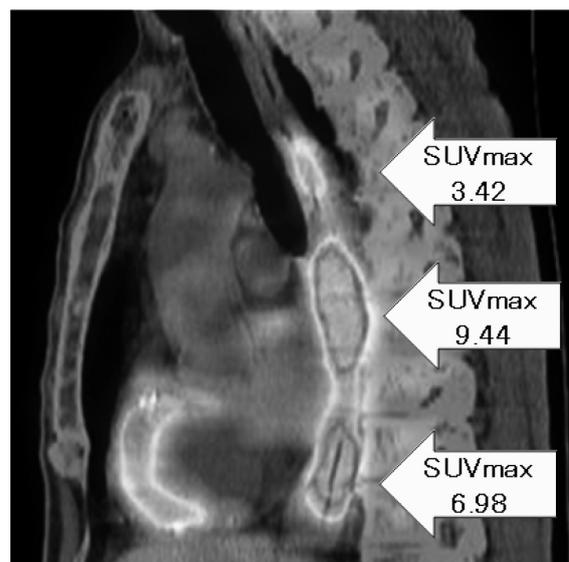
Fluorodeoxy glucose - Positron Emission Tomography (FDG-PET) 検査
